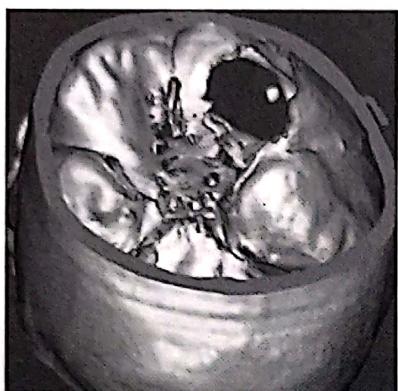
D.C. 41 ani. CT-3D postoperator. Defect osos tavanul orbitei drepte. Hemangiom cavernos orbita dreaptă, reconstrucție 3D, Mimix 8.1 trial.
